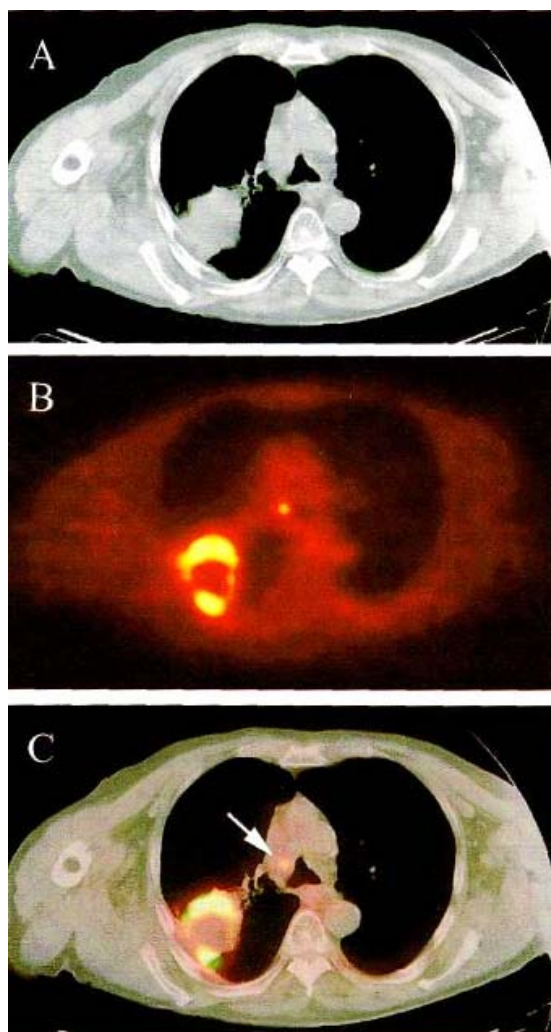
КТ-изображение (А) и ПЭТ-изображение (В) плоскоклеточного рака левого легкого с метастазами в лимфоузлы средостения. Совмещенное КТ-ПЭТ-изображение (С) позволяет констатировать в рентгенологически выявленном очаге в легком наличие активной опухолевой ткани по периферии образования и очаг некроза в центре опухоли (помечено стрелкой)
